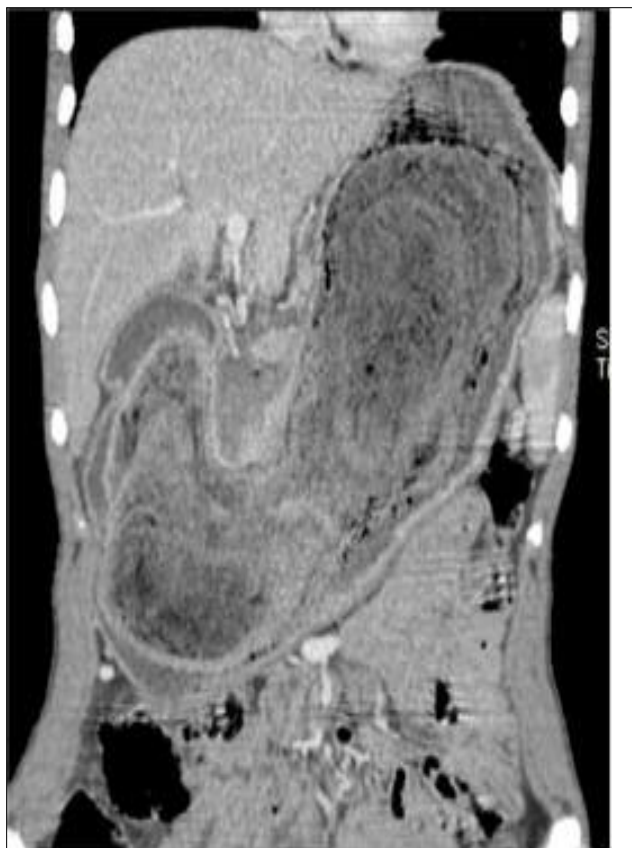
Coupe TDM coronale après injection de PDC
